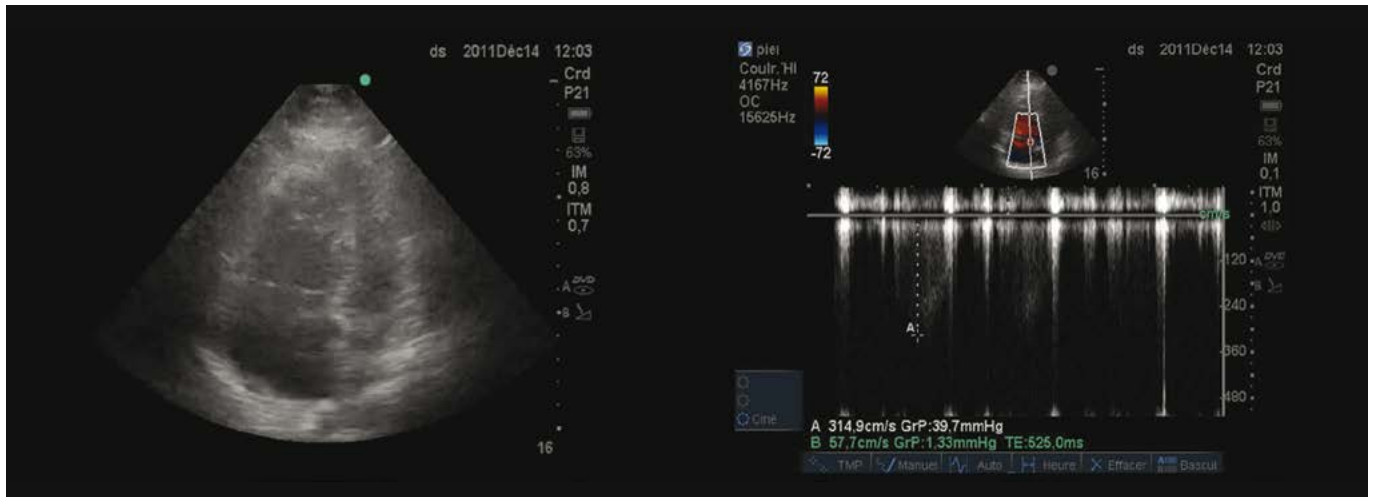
Echocardiographie avec dilatation des cavités droites et hypertension artérielle pulmonaire au doppler continu sur la valve tricuspide
